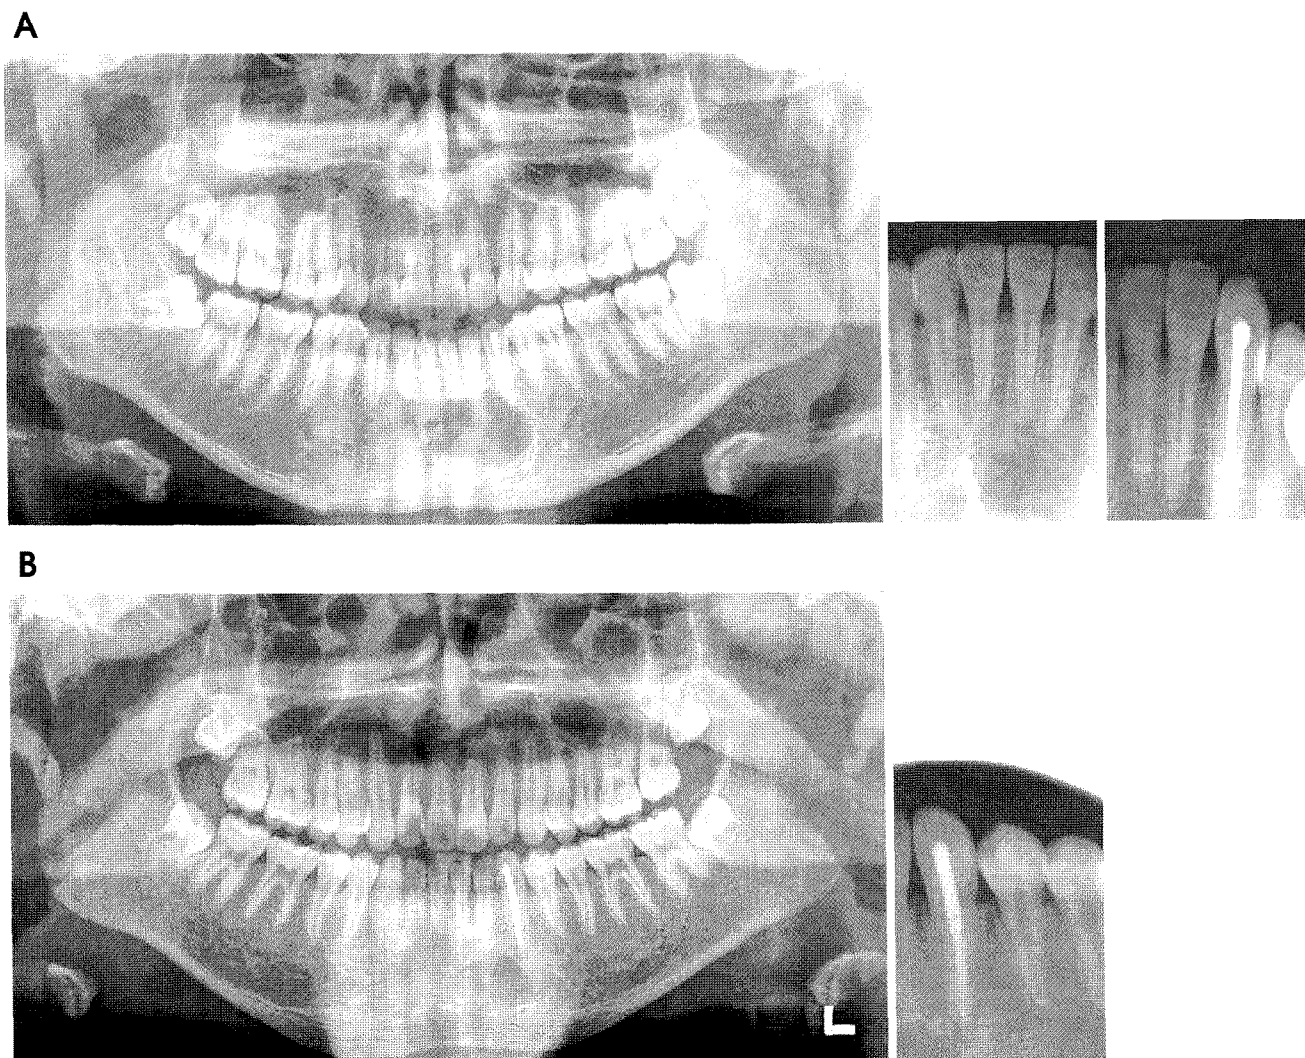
Panoramic & periapical radiographs after 4 months show no specific change. (A) the elder brother (B) the younger brother.
